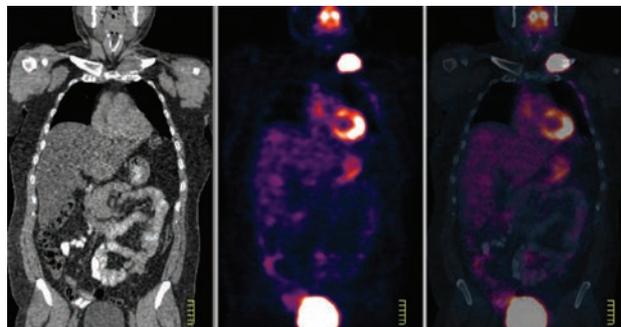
PET-CT SCAN: zona hipermetabólica en el tercio proximal de la clavícula izquierda de 4 x 5 centímetros. El resto de la distribución en el cráneo, cuello, tórax, abdomen, pelvis y las extremidades dentro de límites normales.
